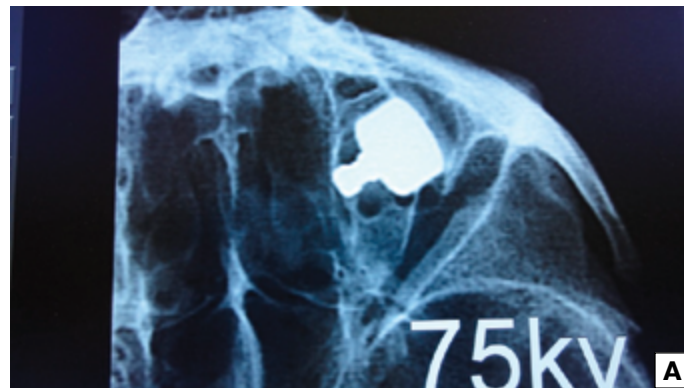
Рентгенологическое исследование удаленной пули в препарате (скелетированный череп) в той же локализации, что и у пациен-та. А — снимок выполнен с напряжением 75 kV. Изображение получилось очень контрастным («жестким»), без детального изображения структур. Б — съемка выполнена на средних режимах с напряжением 45 kV, на снимке выражена градация серого. Стрелками показано инородное тело в полости носа
